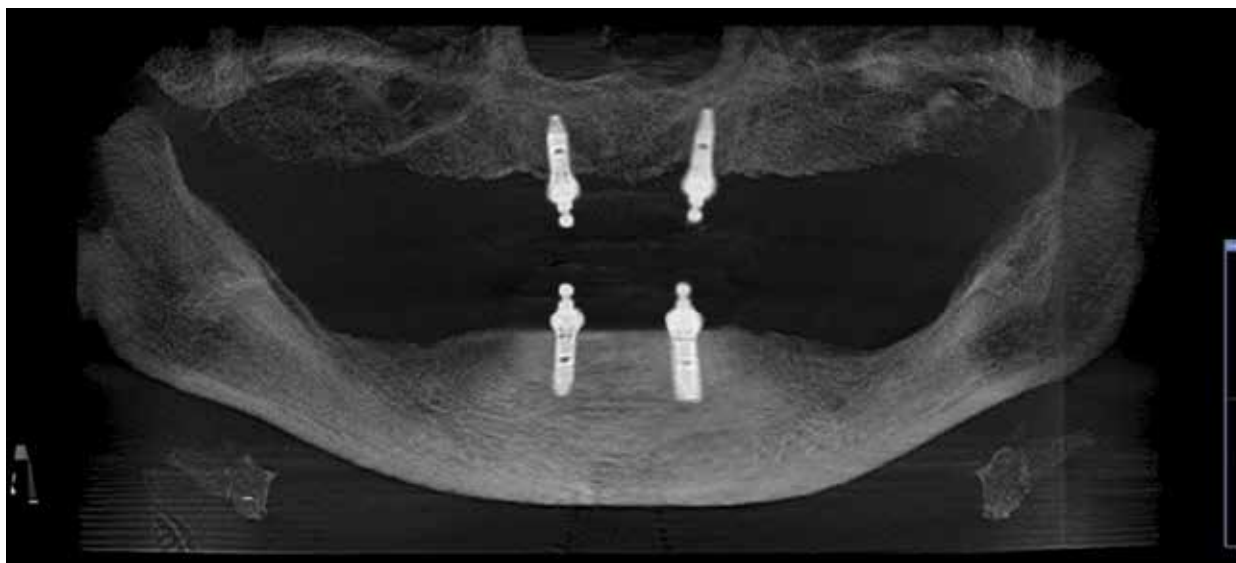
Ортопантомограмма с функцией 3D пациентки Ш. от 14.07.2021 г.
